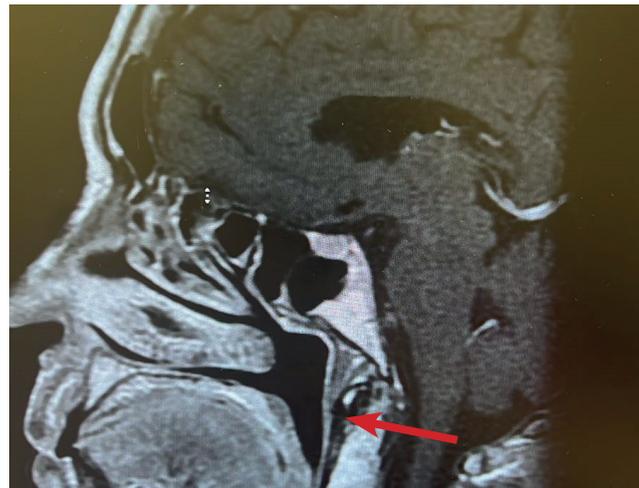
МРТ гипофиза с контрастным усилением, T1-ВИ, пост-контрастный сагиттальный срез (стрелками обозначено отсутствие типичного сигнала от нейрогипофиза)
